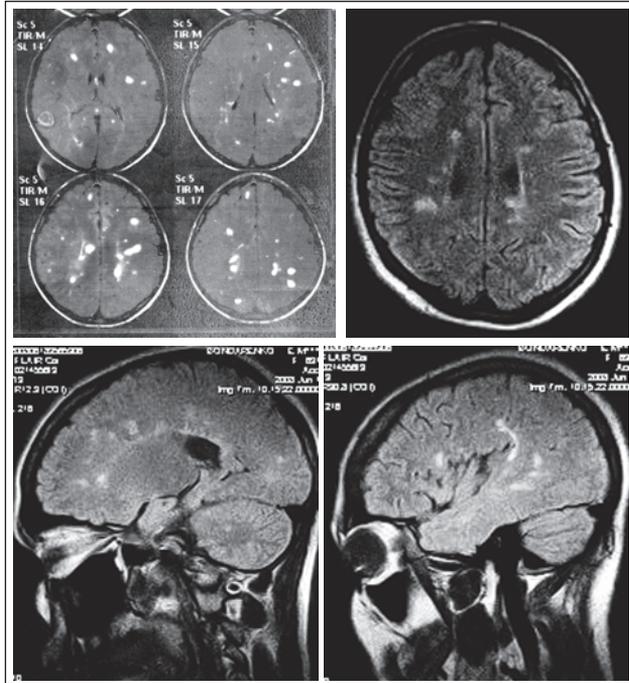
МРТ головного мозга. Множественные очаги демиелинизации
